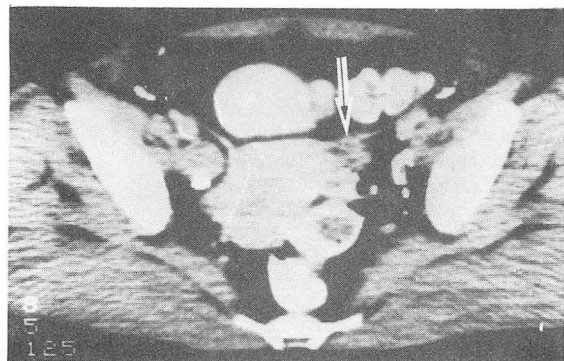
CT scan shows thickening of left parametrium, but surgical stage was Ib.
